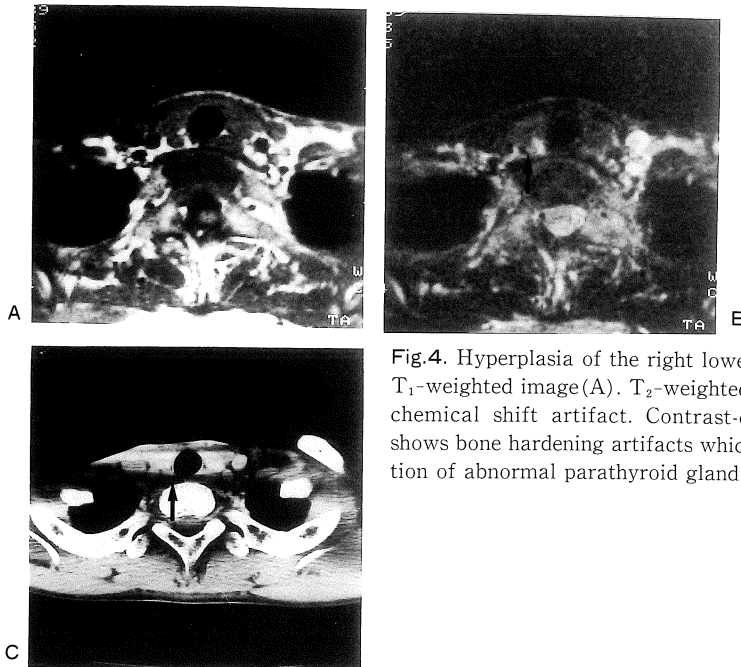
Hyperplasia of the right lower gland (Case 16). T₁-weighted image (A). T₂-weighted image (B) shows chemical shift artifact. Contrast-enhanced CT (C) shows bone hardening artifacts which make the detection of abnormal parathyroid gland difficult.
